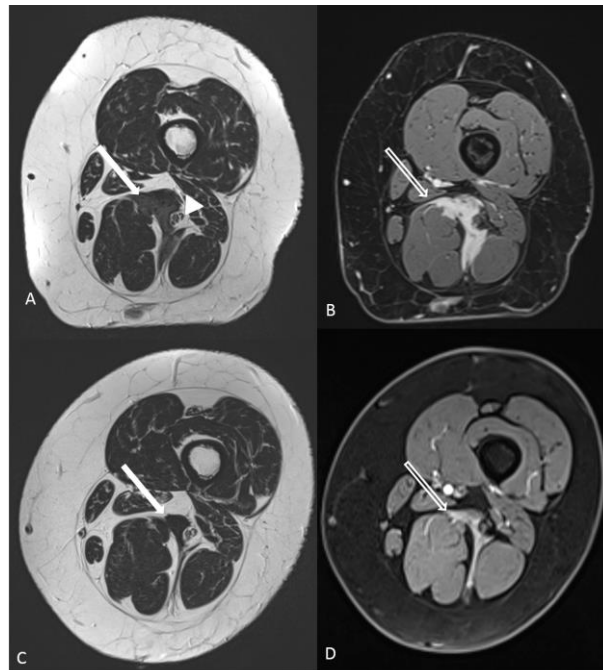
Exemple de réponse tumorale d'une tumeur desmoïde du compartiment des ischio-jambiers chez une patiente de 33 ans, au contact du nerf sciatique (tête de flèche, A), non traitable par cryoablation, sous pazopanib. L'IRM préthérapeutique montre une tumeur infiltrante, en discret hypersignal T2 par rapport aux muscles adjacents (flèche pleine, A), avec un rehaussement intense après injection (flèche creuse, B). L'IRM après 5 mois de traitement met en évidence une diminution de la taille tumorale (C et D), une diminution du signal en T2 (flèche pleine, C) et une diminution du rehaussement (flèche creuse, D) en faveur d'une réponse tumorale.
